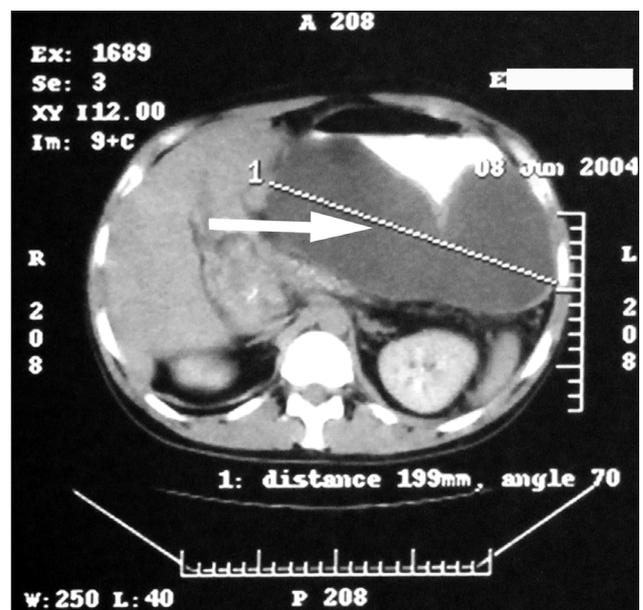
Псевдокиста поджелудочной железы (стрелка), СКТ от 08.06.2004 г.
